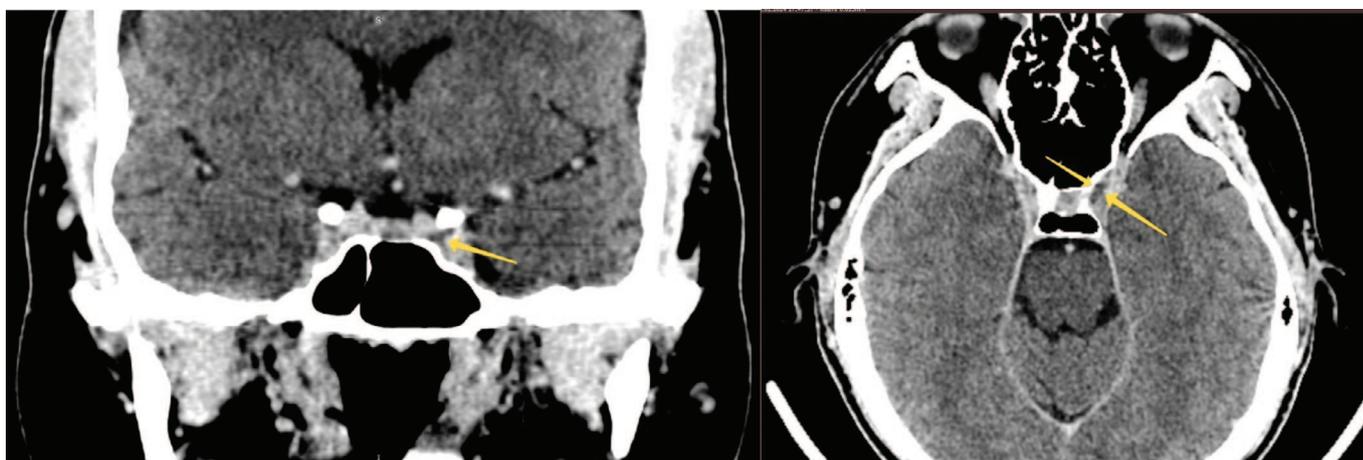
Тромбоз кавернозного синуса в аксиальной и коронарной проекции компьютерно-томографической ангиографии артерий головного мозга с внутривенным контрастированием
